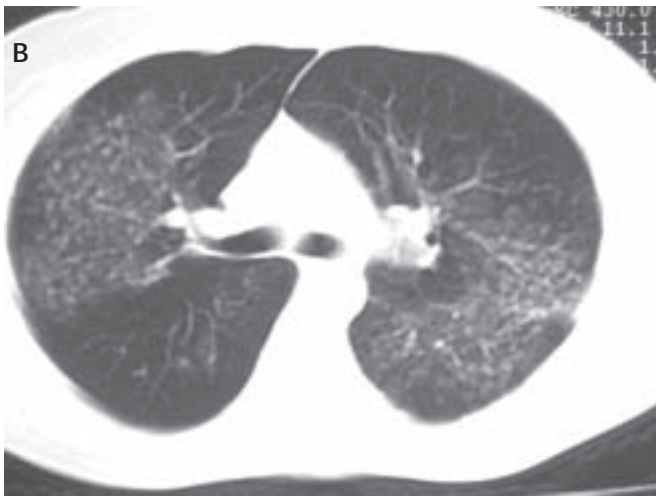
A) Telerradiografia de tórax evidenciando infiltrado pulmonar intersticial e alveolar bilateral observado no início do atendimento. B) Tomografia axial computadorizada de tórax mostrando micronódulos esparsos, infiltrado intersticial bilateral e ausência de alterações mediastinais.
